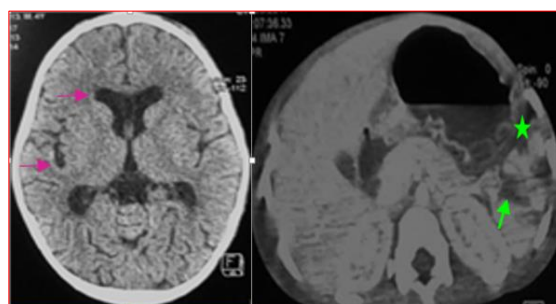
a, b : TDM cérébrale sans injection et TDM abdominale avec injection de produit de contraste en coupes axiales. Elargissement des cavités ventriculaires et des espaces pericérébraux (▶), hémopéritoine (★), solution de continuité de la rate (▶).
